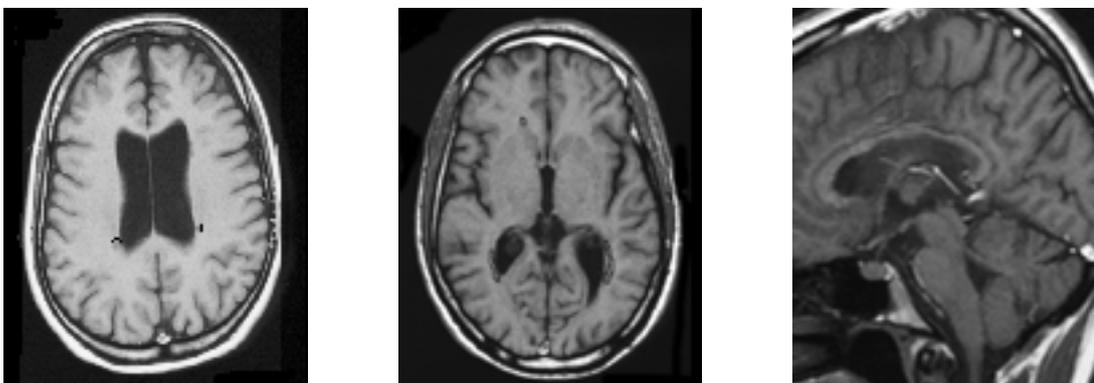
Imágenes de RM de pacientes con EM en las que se aprecia atrofia ventricular (ventrículos laterales y tercer ventrículo) y de cuerpo calloso. (Imágenes de pacientes incluidos en este estudio).
